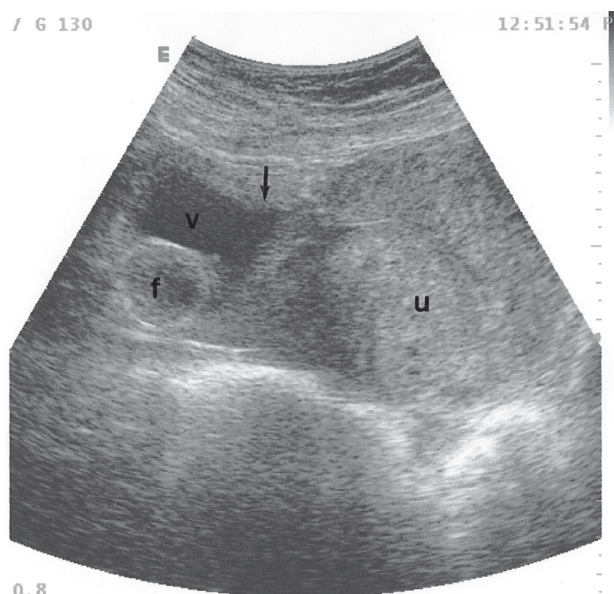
Ecografia vescicale per riempimento retrogrado. (u: utero; v: vescica; f: catetere di Fooley). A circa 300 cc di riempimento la vescica assume una deformazione (- - >) a livello del fondo.
